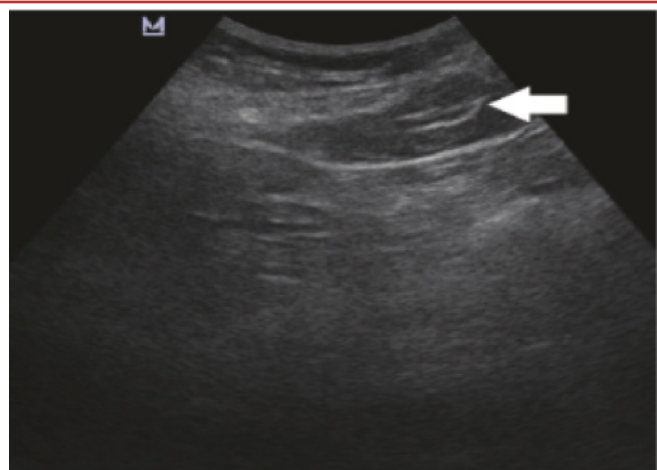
contrôle échographique de la sonde gastrique à travers une fenêtre sous costale gache transversale.
